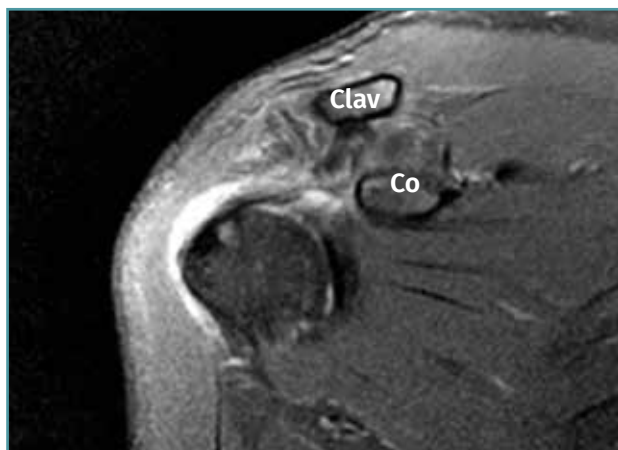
Aspecto de la resonancia a las primeras 4 semanas en que se aprecia la continuidad de fibras de los ligamentos conoide y trapezoide entre el extremo clavicular (Clav) y la coracoides (Co), aunque edematizados, en buena posición anatómica.
